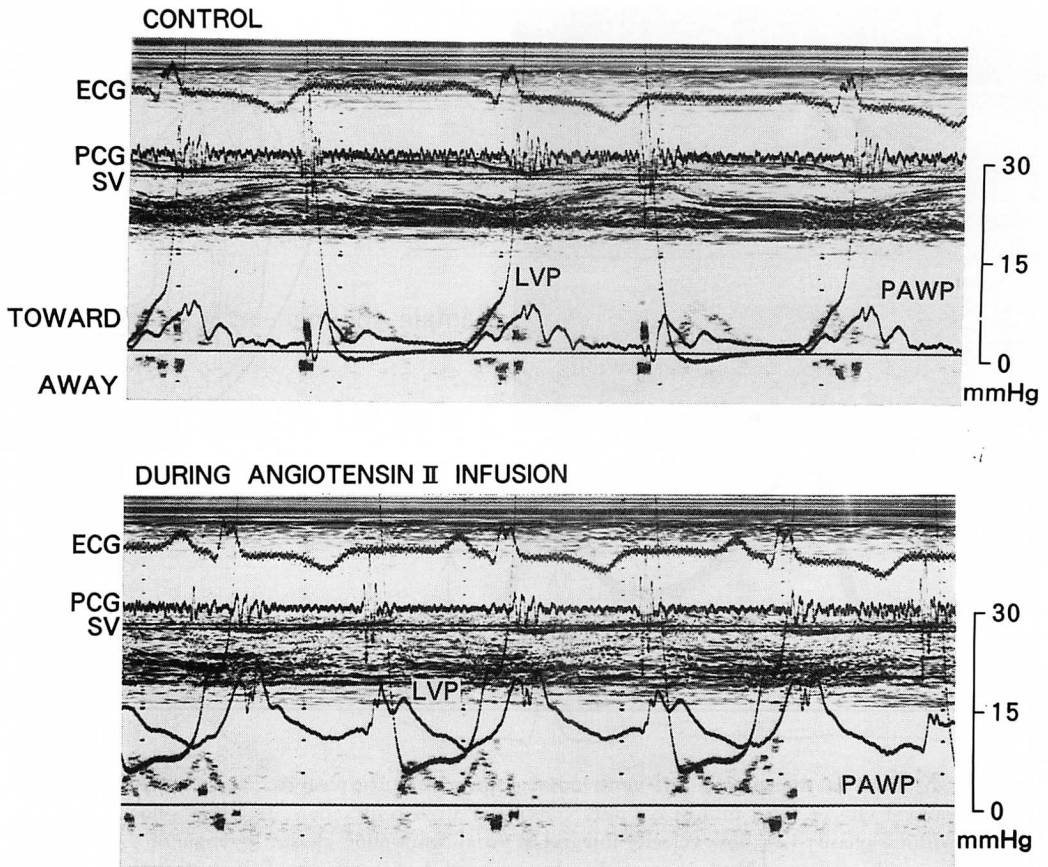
Simultaneous recordings of left ventricular pressure (LVP), pulmonary artery wedge pressure (PAWP) and pulsed Doppler mitral flow velocities before and during angiotensin II infusion.
